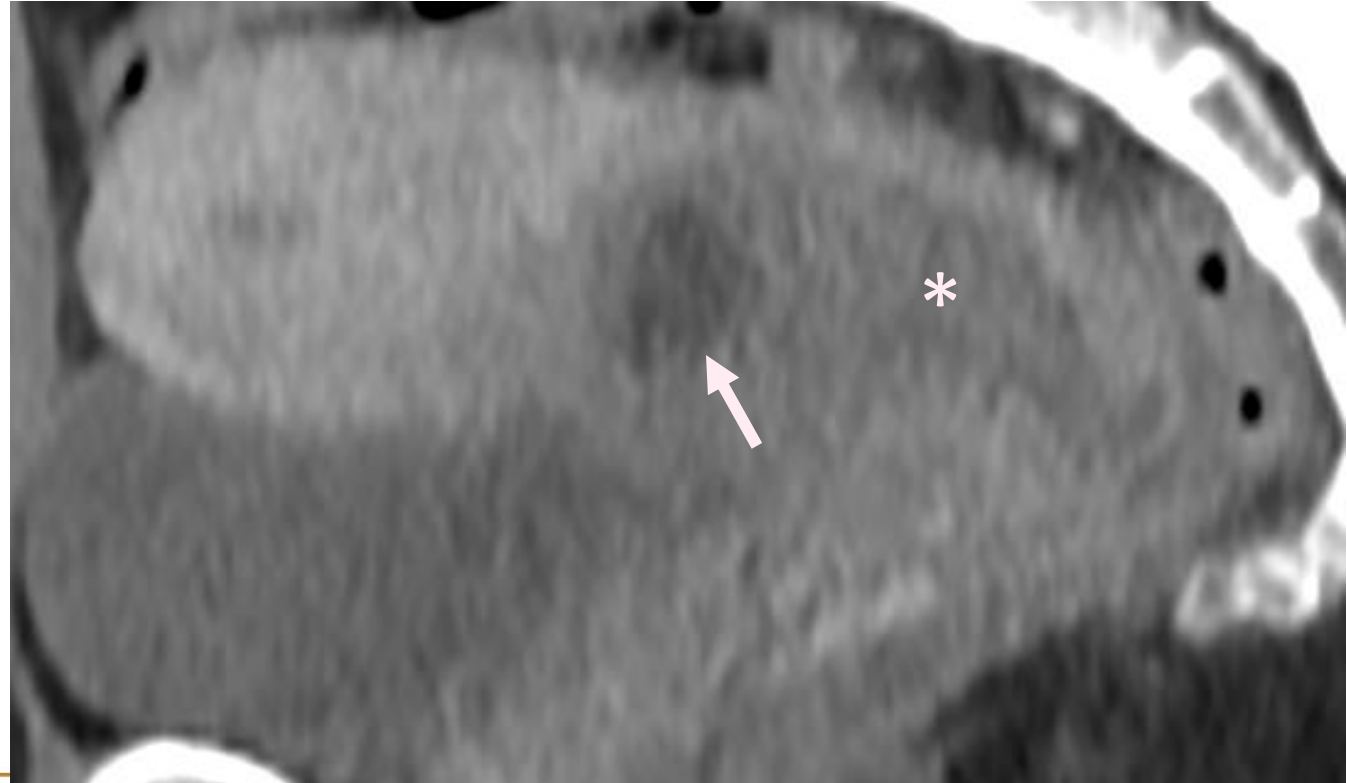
Mujer de 39 años en el post-parto inmediato con hipotensión. TC abdominal con contraste. Discontinuidad mural de la pared antero-inferior uterina (flecha) con burbuja de aire y líquido libre adyacente compatible con ruptura uterina.
